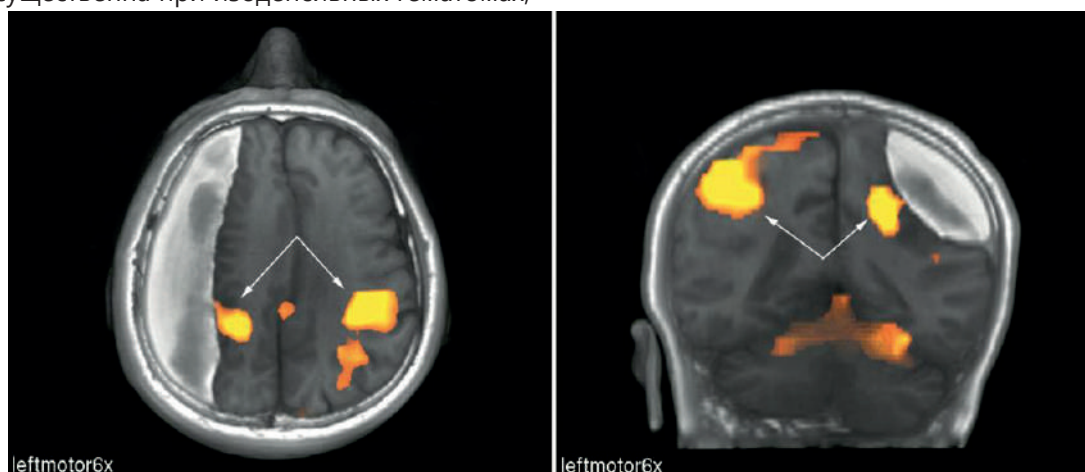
Функциональная МРТ при посттравматической правосторонней хронической субдуральной гематоме: выявляются выраженные различия в корковых представлениях двигательных зон (у больного левосторонний гемипарез) пораженного и здорового полушарий головного мозга. Смещение и уменьшение в размерах зоны коркового представления левой руки (желтый цвет)
